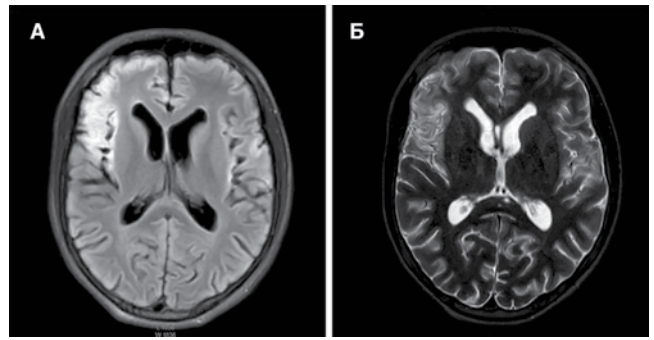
МРТ головного мозга пациента В., 14 лет, от 25.11.2016 г. (режимы: А.-FLAIR ИП, Б.-2 ВИ). В кортикальных отделах лобных, височных, островковых и теменных долей, преимущественно в правой гемисфере, определяются атрофические изменения мозговой ткани, викарная гидроцефалия (атрофические изменения)
